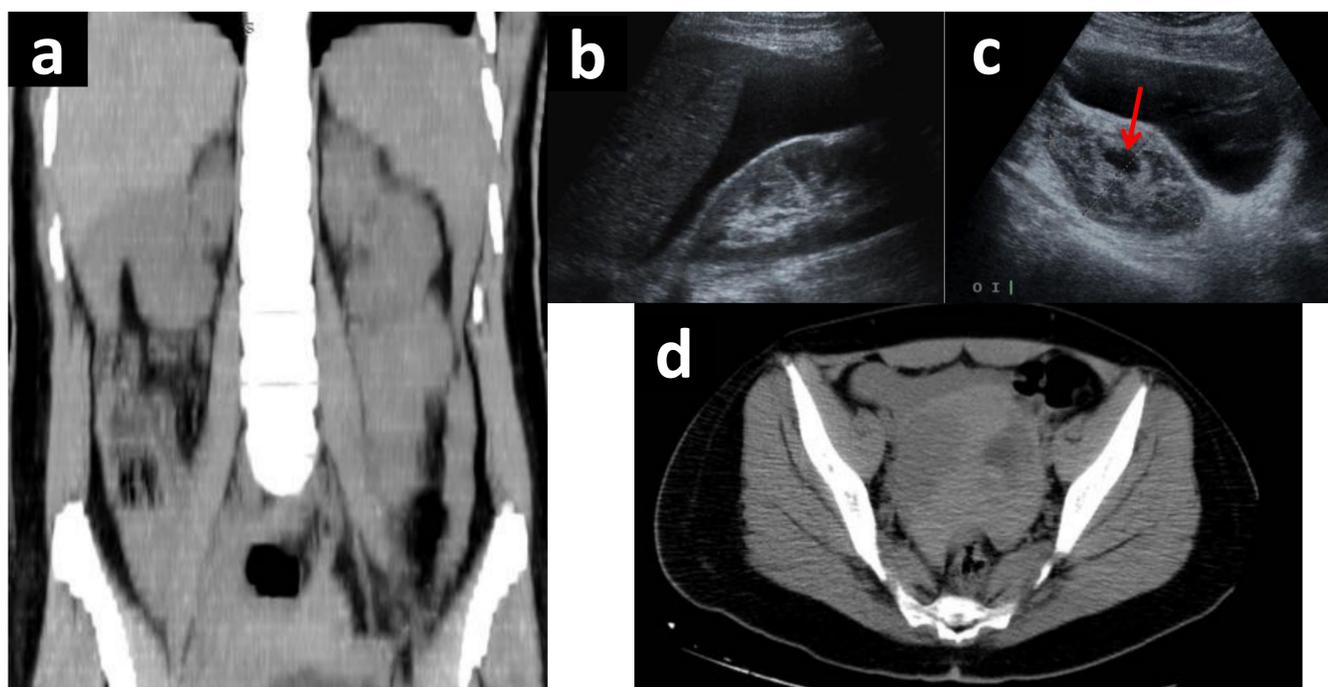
(a, b, c y d). Mujer de 36 años que acude por síncope, dolor en HD y descenso de 2 puntos de Hb en el servicio de urgencias. En ecografía (b y c) se identificaba moderada cantidad de líquido libre subesplénico, en Morrison y pelvis y el ovario izquierdo aumentado de tamaño con presencia de imagen quística anecoica (flecha). En TC (a y d) el líquido perihepático, periesplénico, en gotieras y en pelvis era de alta densidad compatible con hemoperitoneo. La imagen anexial corresponde a rotura de cuerpo lúteo.
